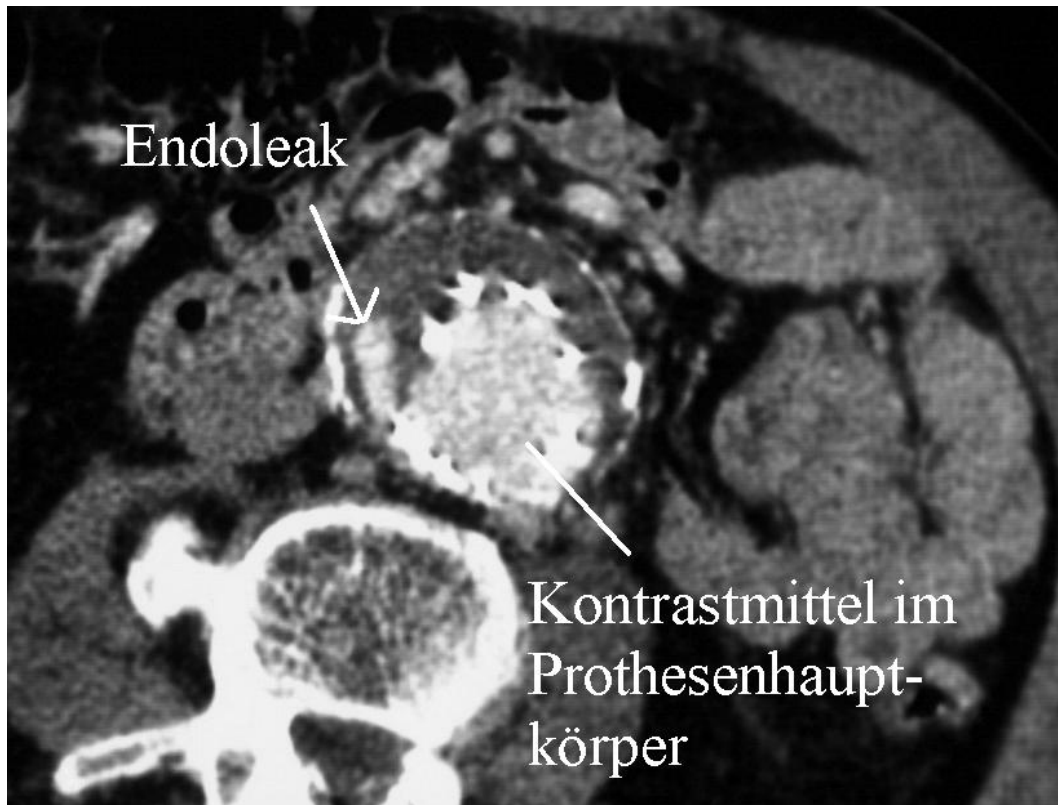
Darstellung eines Typ IA Endoleaks in der kontrastmittelverstärkten Computertomographie.
